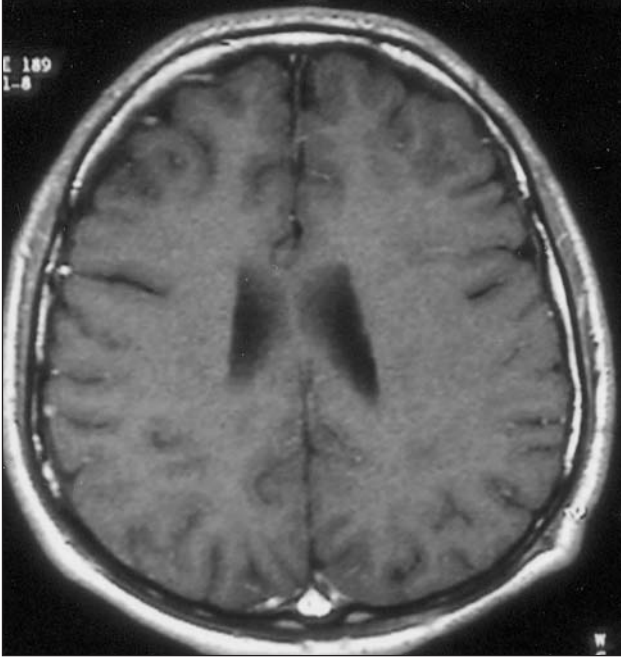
Postop aksiyal kranyal BT'de sol frontopariyetal yerleşimli subdural higromanın kaybolduğu görülüyor.
